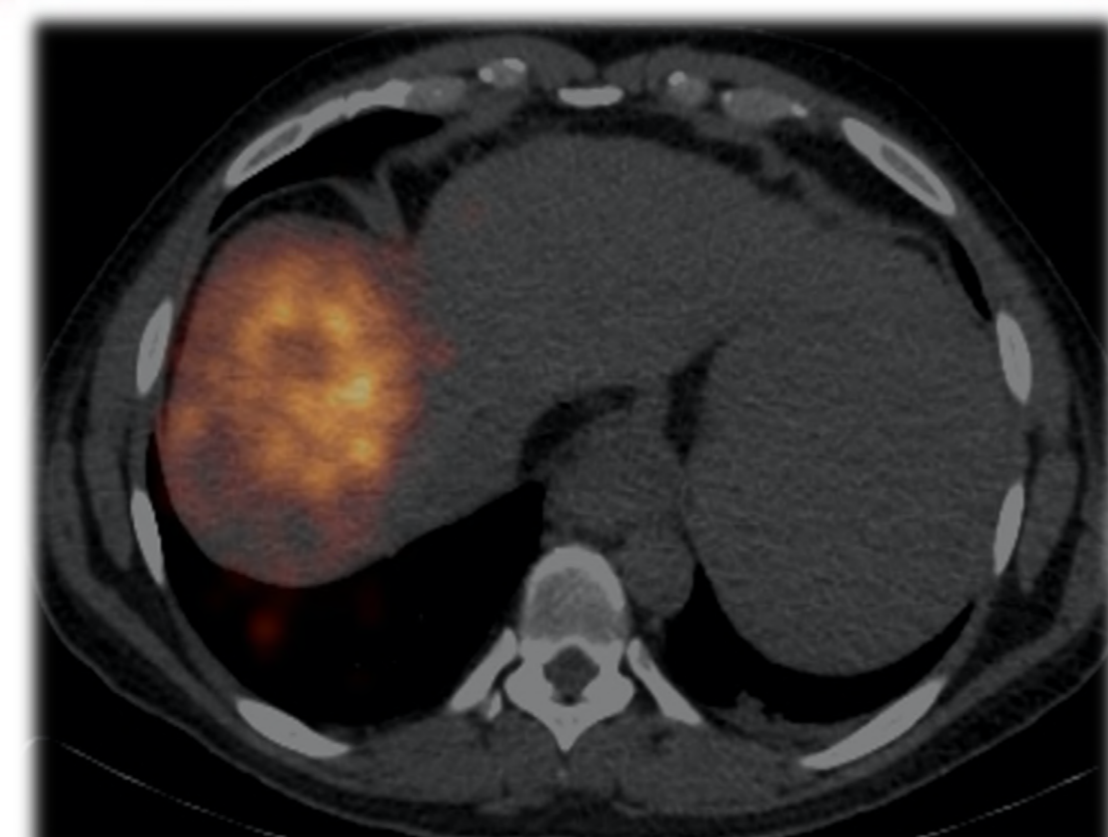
PET-TC con Itrio-90 tras radioembolización.
